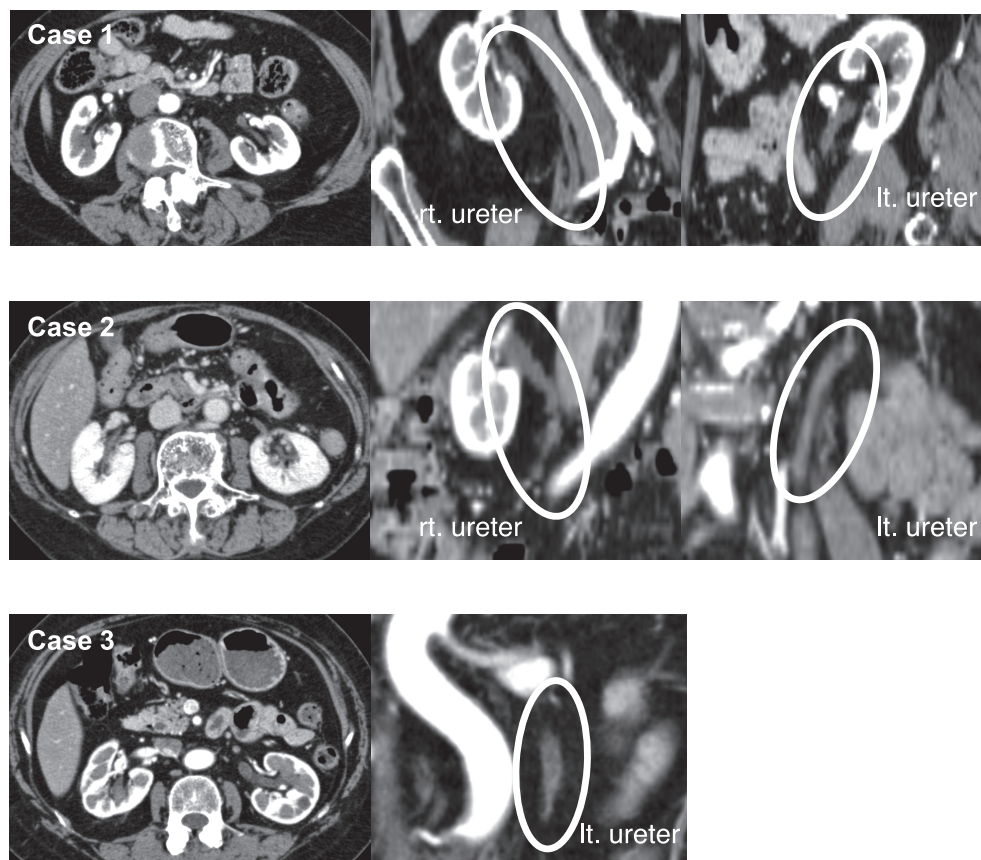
Three months after treatment, upper row is case 1, middle row is case 2, lower row is case 3: Contrast-enhanced CT shows improvement of the thickened and dilated ureter in each case (circle), with disappearance of hydronephrosis and hydroureter.
